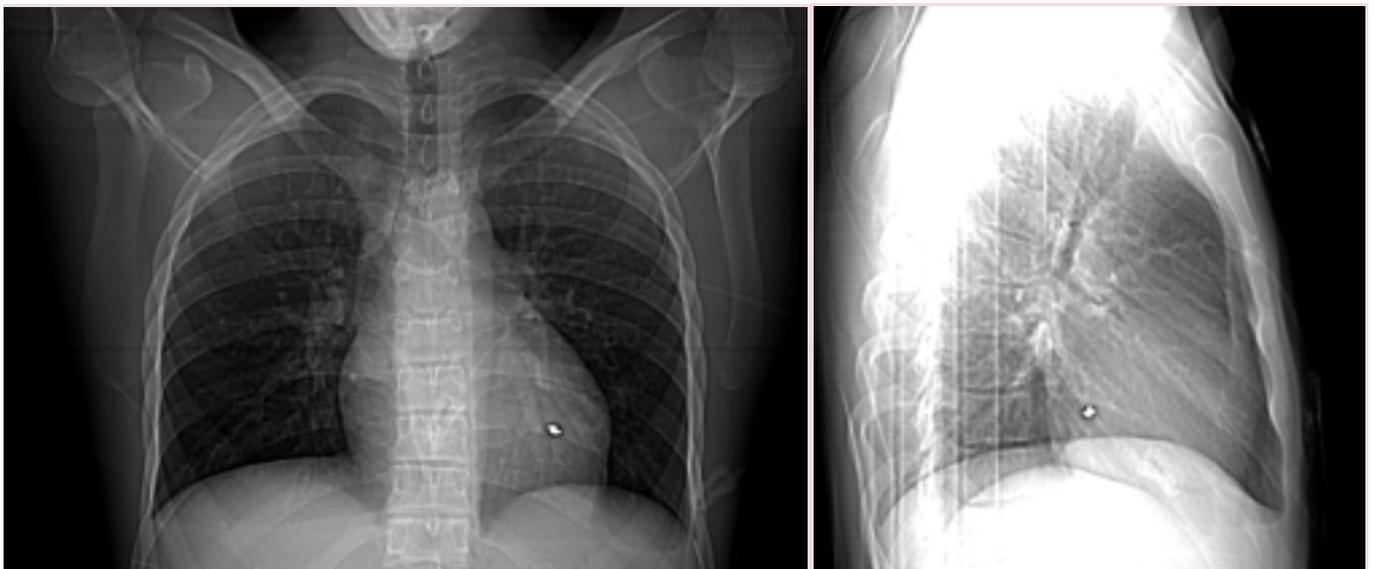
Radiografía PA y Lateral de tórax con imagen de cuerpo extraño.
